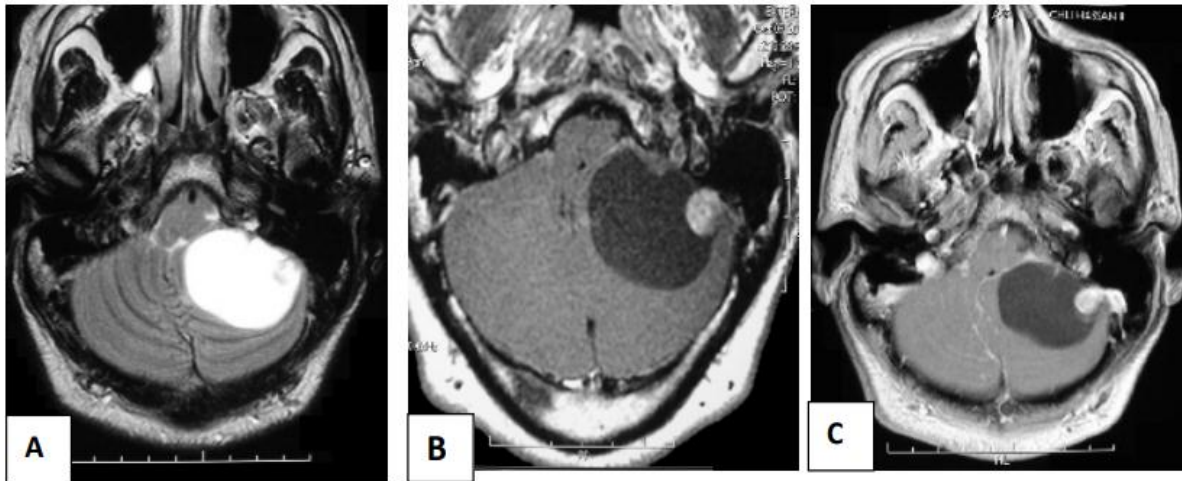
A : IRM, en coupe axiale T2 B : IRM coupe axiale FLAIR, C : IRM coupe axiale T1 après injection de gadolinium. Montrant un hémangioblastome siégeant au niveau de l'hémisphère cérébelleux gauche à double composante : kystique à paroi nette et fine ;et solide faite d'un nodule mural fortement rehaussé après injection .
